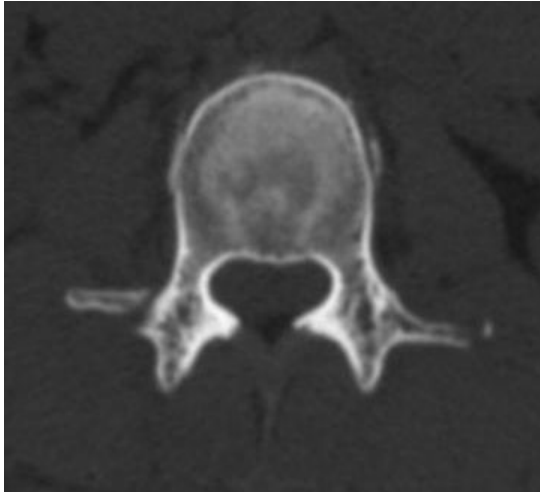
Transaxial CT image of L2 vertebral body shows superior articular processes of L2 are seen without their normal articulation with L1 inferior articular processes. Note both transverse process fractures of L2. Findings represent naked-facet sign.
